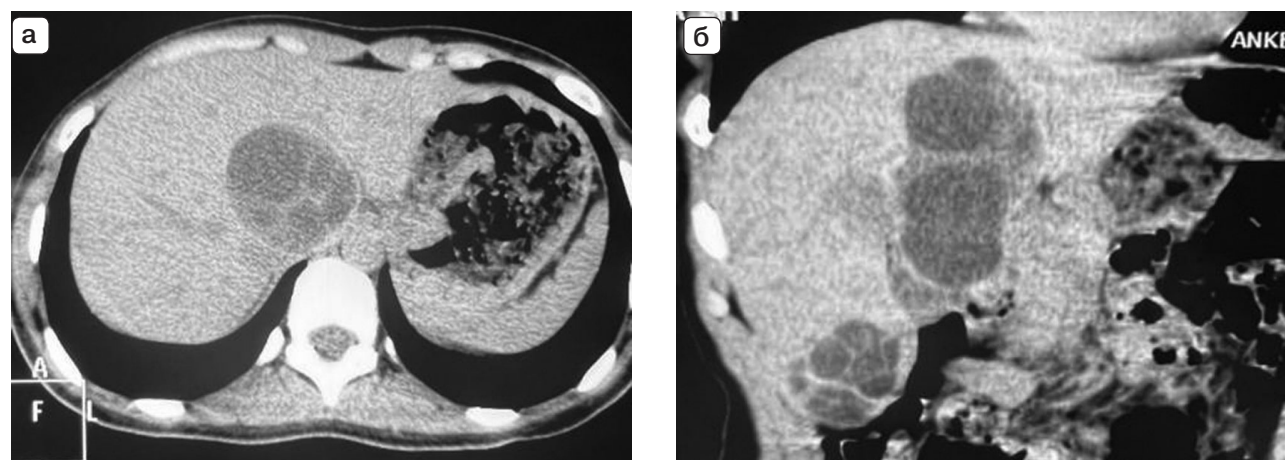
Компьютерные томограммы. Эхинококкоз печени: а – первичная паразитарная киста; б – имплантационный эхинококкоз, 5 лет после операции.
